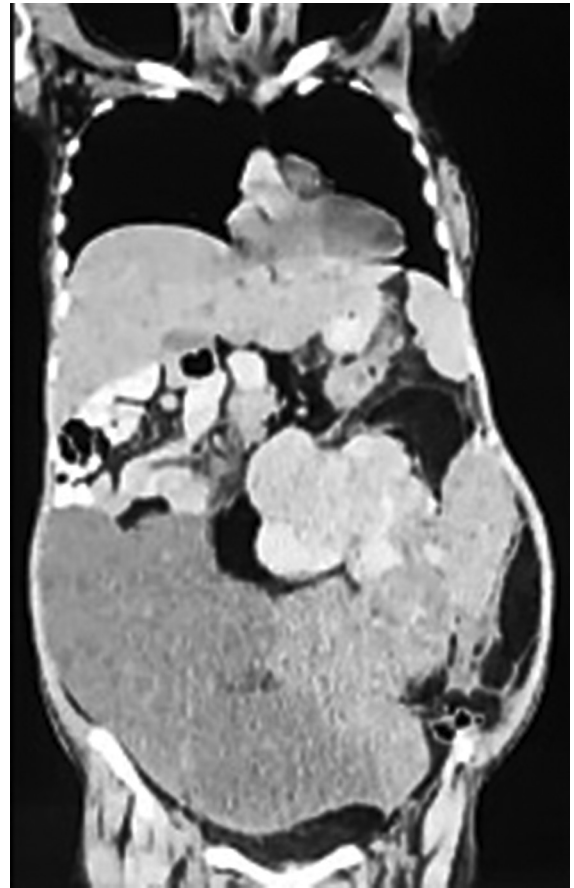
Tomografía contrastada con lesión en cavidad abdomino-pélvica y retroperitoneo de aspecto tumoral.
